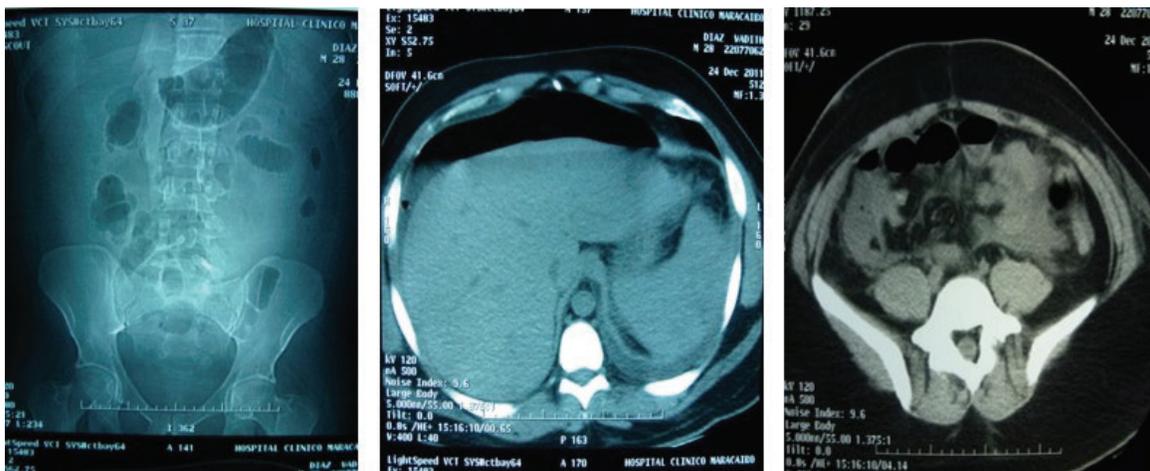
TC. Discreto derrame pleural izquierdo, evidente neumoperitoneo, líquido libre y cambios inflamatorios a nivel de grasa mesentérica.
